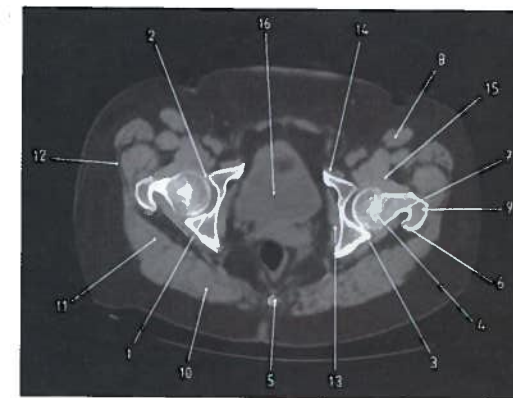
Corte axial das ancas em TC
